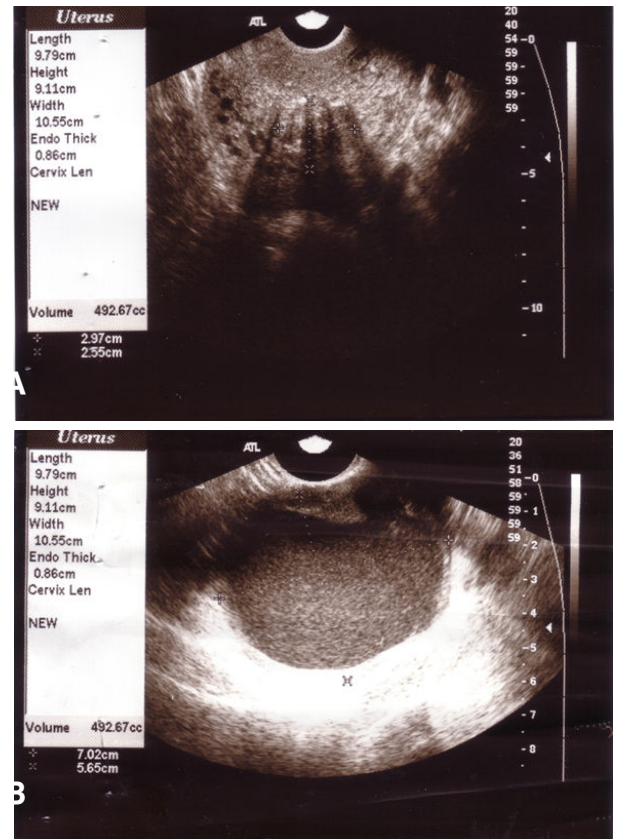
Transvaginal ultrasonography findings. There were variable sized heteroechogenic masses on the anterior wall of uterus, impressed as leiomyomas (A) and a hypoechogenic cystic mass in left ovary, measuring about $7.0 \times 5.7 \text{ cm}^2$ in size, impressed as endometriotic cyst (B).
